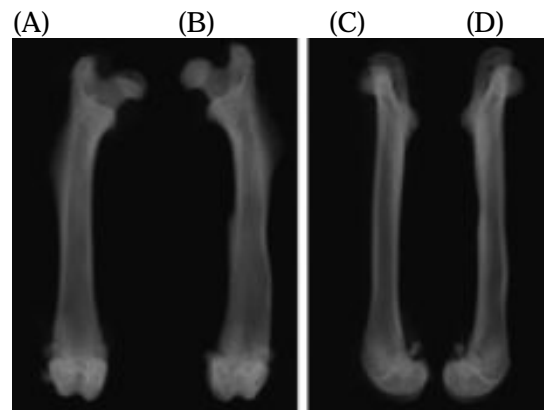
対照群大腿骨の正面(A)と側面(C)骨膜切除後6週の骨膜切除群大腿骨の正面(B)と側面(D)の軟X線写真像。
